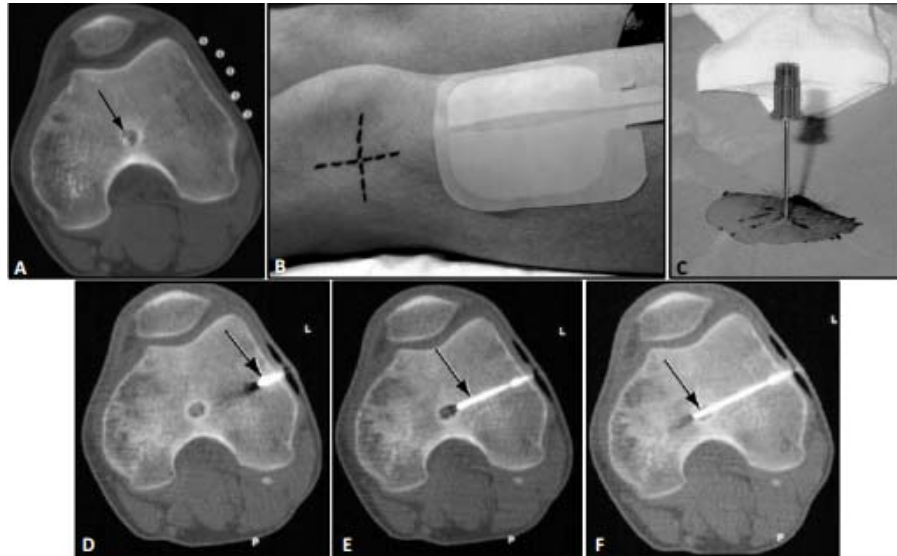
A: Ostéome ostéoïde de la partie distale du fémur gauche. Les points blancs correspondent à la grille radio-opaque. B: Emplacement de l'électrode dispersive près de l'entrée de la canule (déjà marquée). C: Introduction de la canule perpendiculairement à la surface de l'os. D, E, F: images CT pour évaluer la progression de la canule vers le nid.[76]
